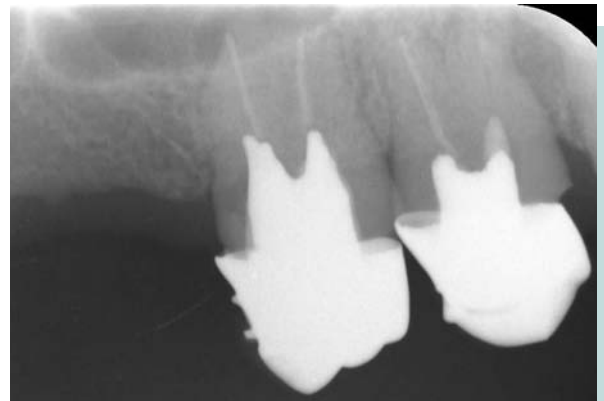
Radiografía periapical correspondiente a los dientes 14 y 15.
